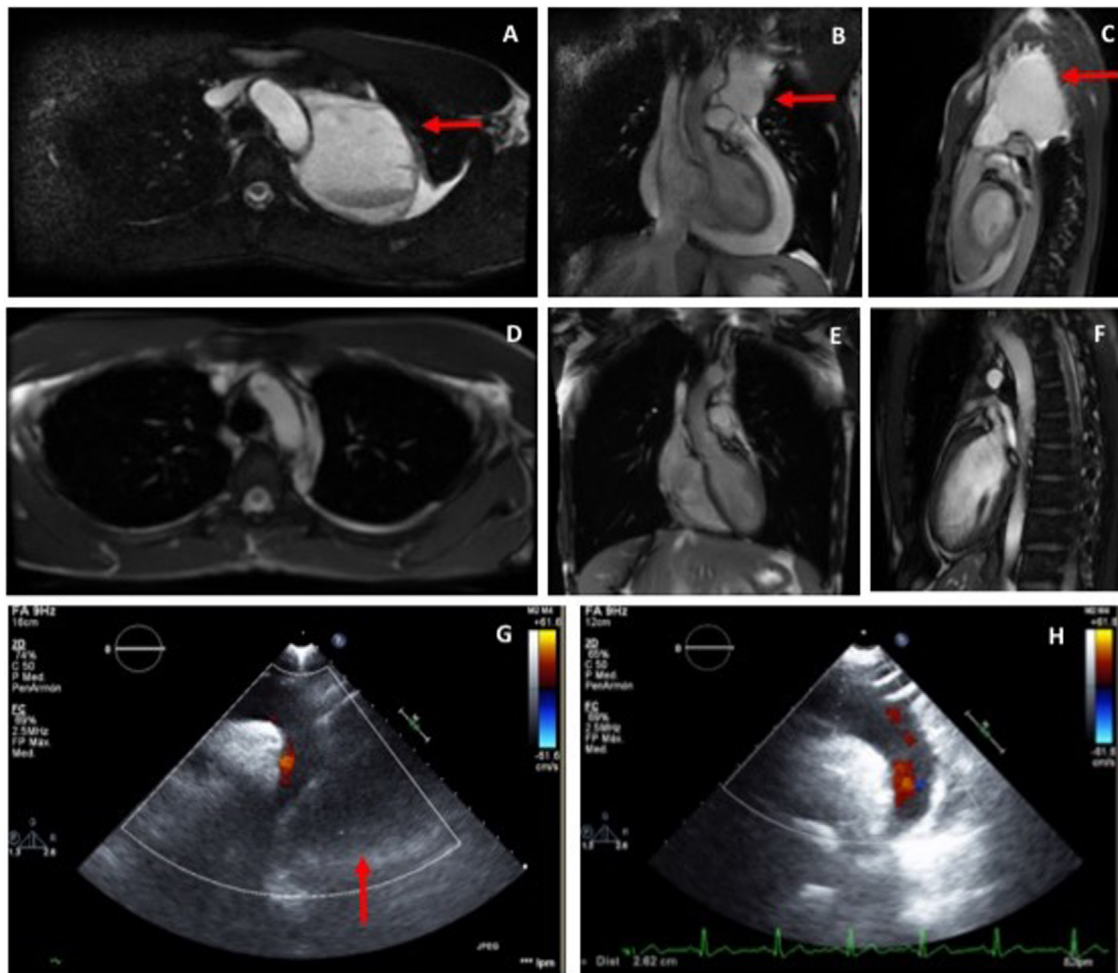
Quiste pericárdico (flechas) en la resonancia magnética cardiaca en cortes axial (A), coronal (B) y sagital (C). Resonancia magnética cardiaca a mes del alta que muestra resolución completa; cortes: axial (D), coronal (E) y sagital (F). Ecocardiografía del plano supraesternal al ingreso (G: con quiste pericárdico, flecha) y al mes de la resolución (H).
